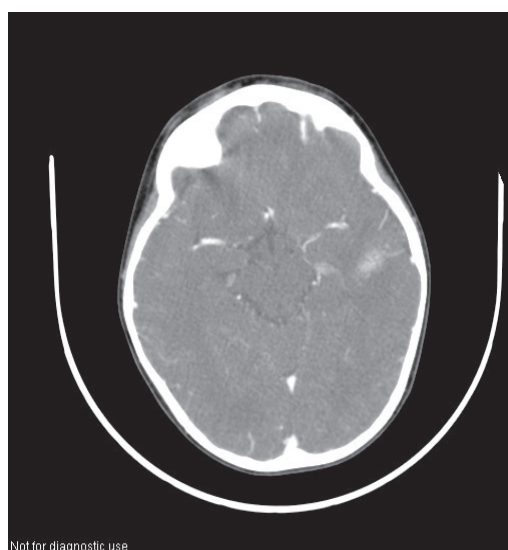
1,5 year old girl. CT images: intracerebral hematoma in the left temporal lobe
